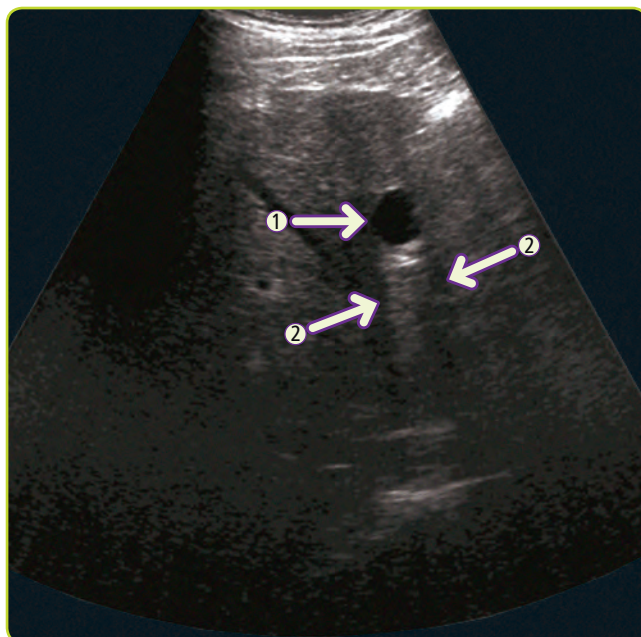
Quiste hepático simple visto por ecografía (flecha 1), hipocóico, con el típico fenómeno de refuerzo posterior (flechas 2).
